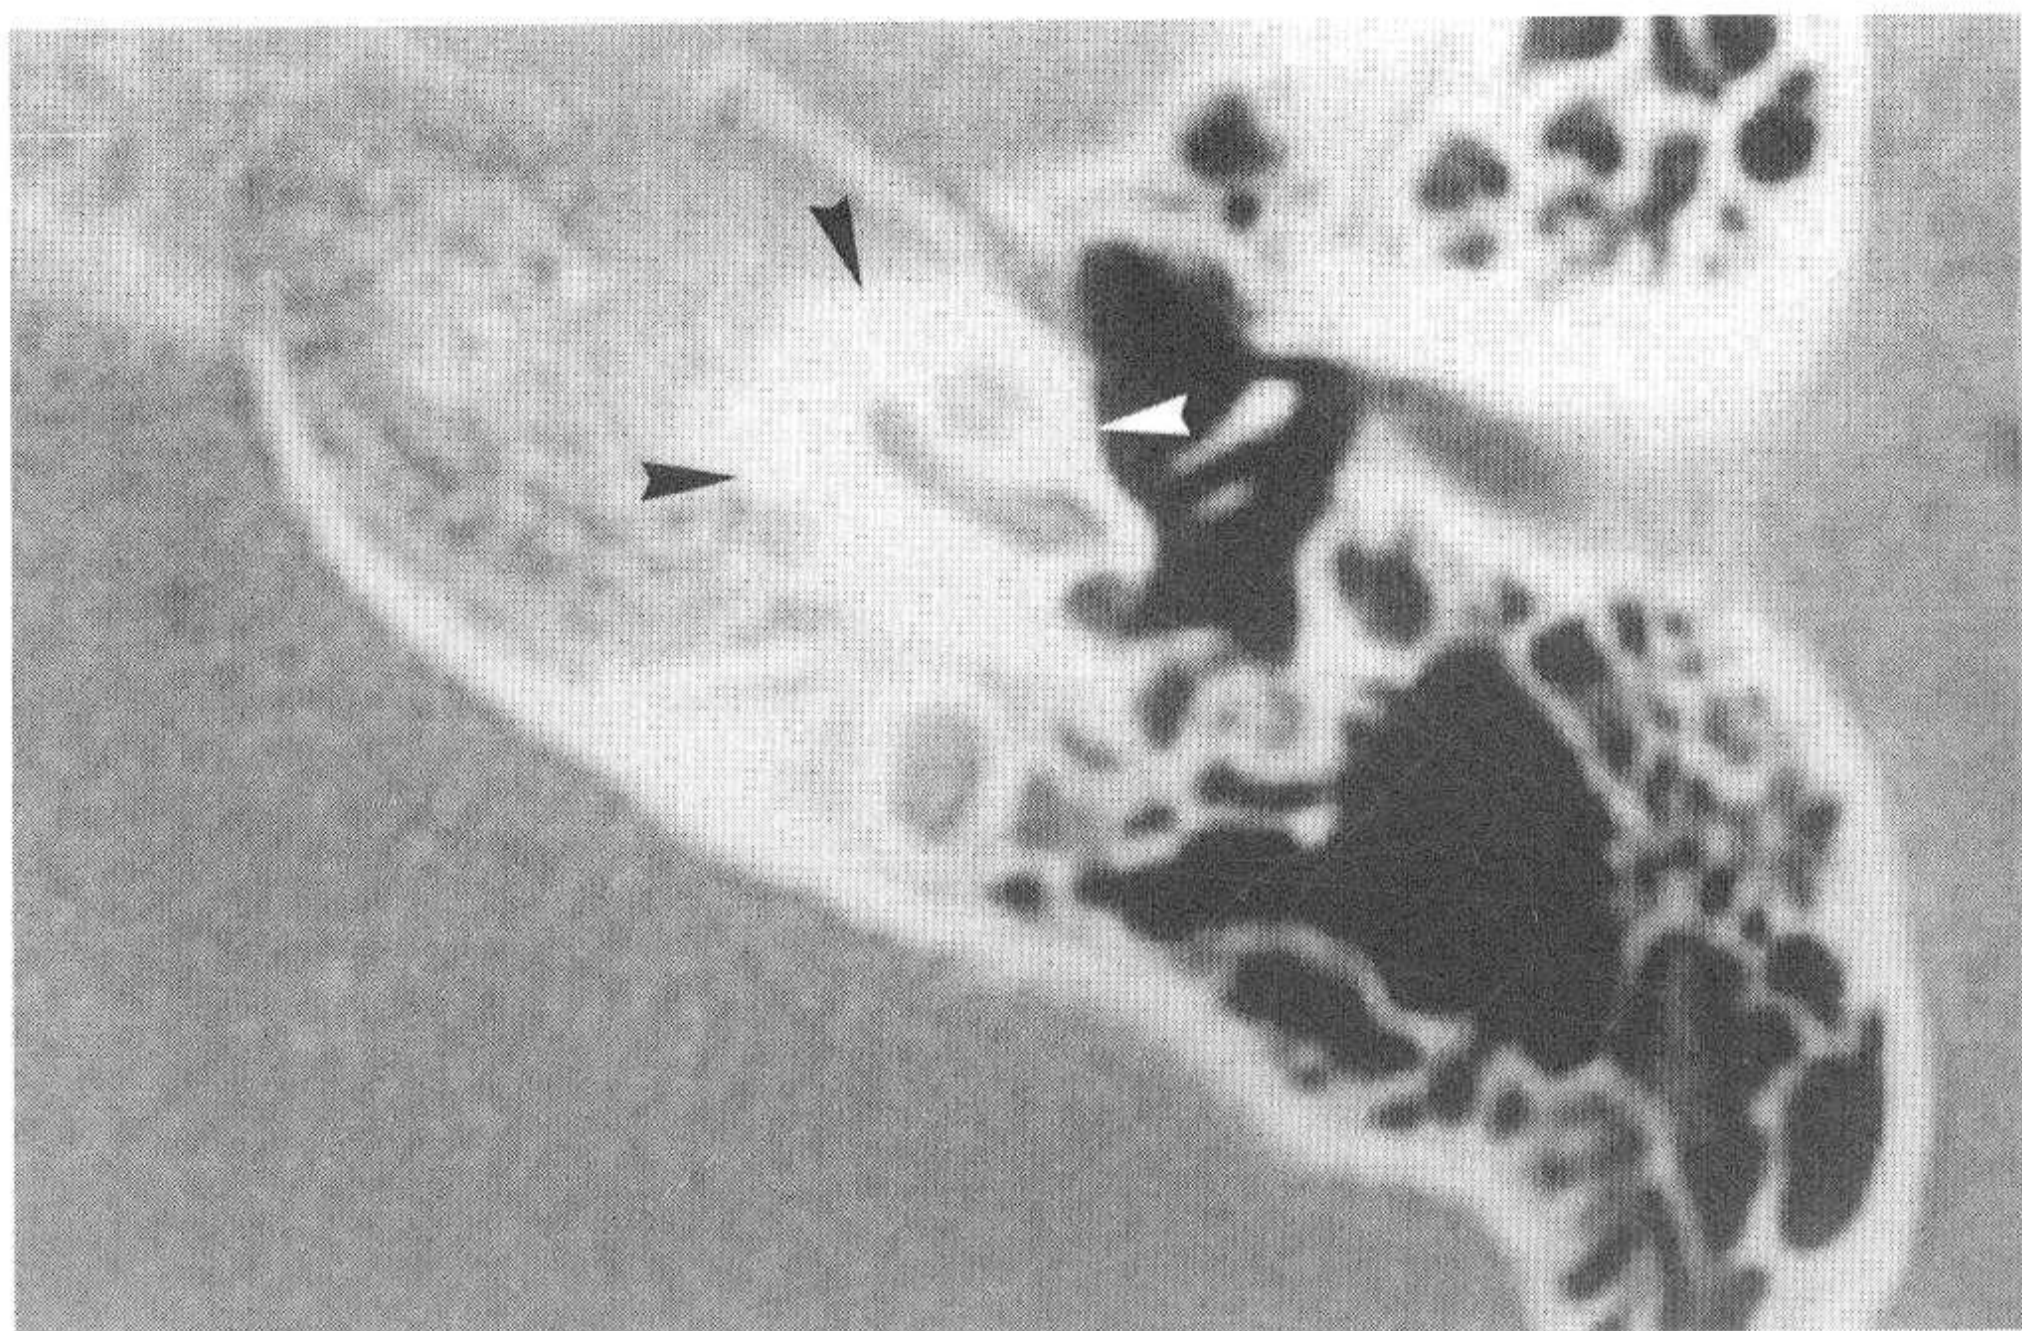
对应正常颞骨CT图像 (小箭头示骨迷路)
